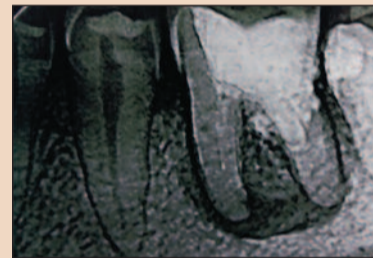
На дентальной рентгенограмме зуба 3.6 каналы запломбированы на 1/3 длины, в области верхушек корней определяется очаг деструкции костной ткани 1,0x1,0 см.
